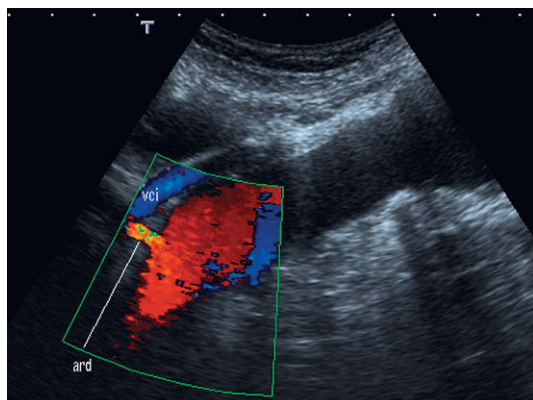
Imagen Doppler de flujo en color de la aorta en plano coronal. Hay marcadas placas de ateroma en la pared aórtica. Se demuestra el origen de la arteria renal derecha (ard) por detrás de la vena cava inferior (vci). La arteria renal izquierda estaba ocluida.
